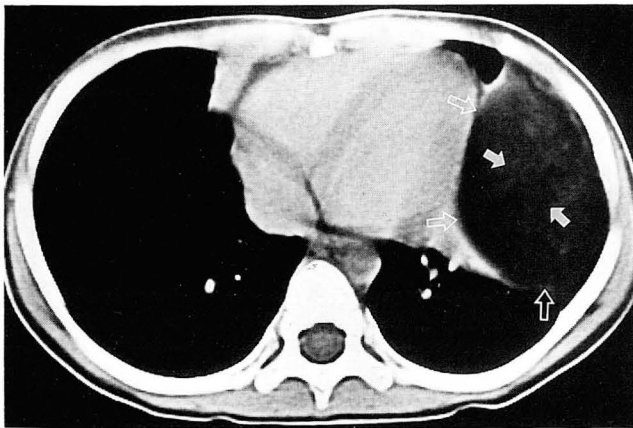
CT scan reveals a pleural-based mass measuring -70 to -110 Hounsfield units(open arrows) with streaks of increased density(arrows).
